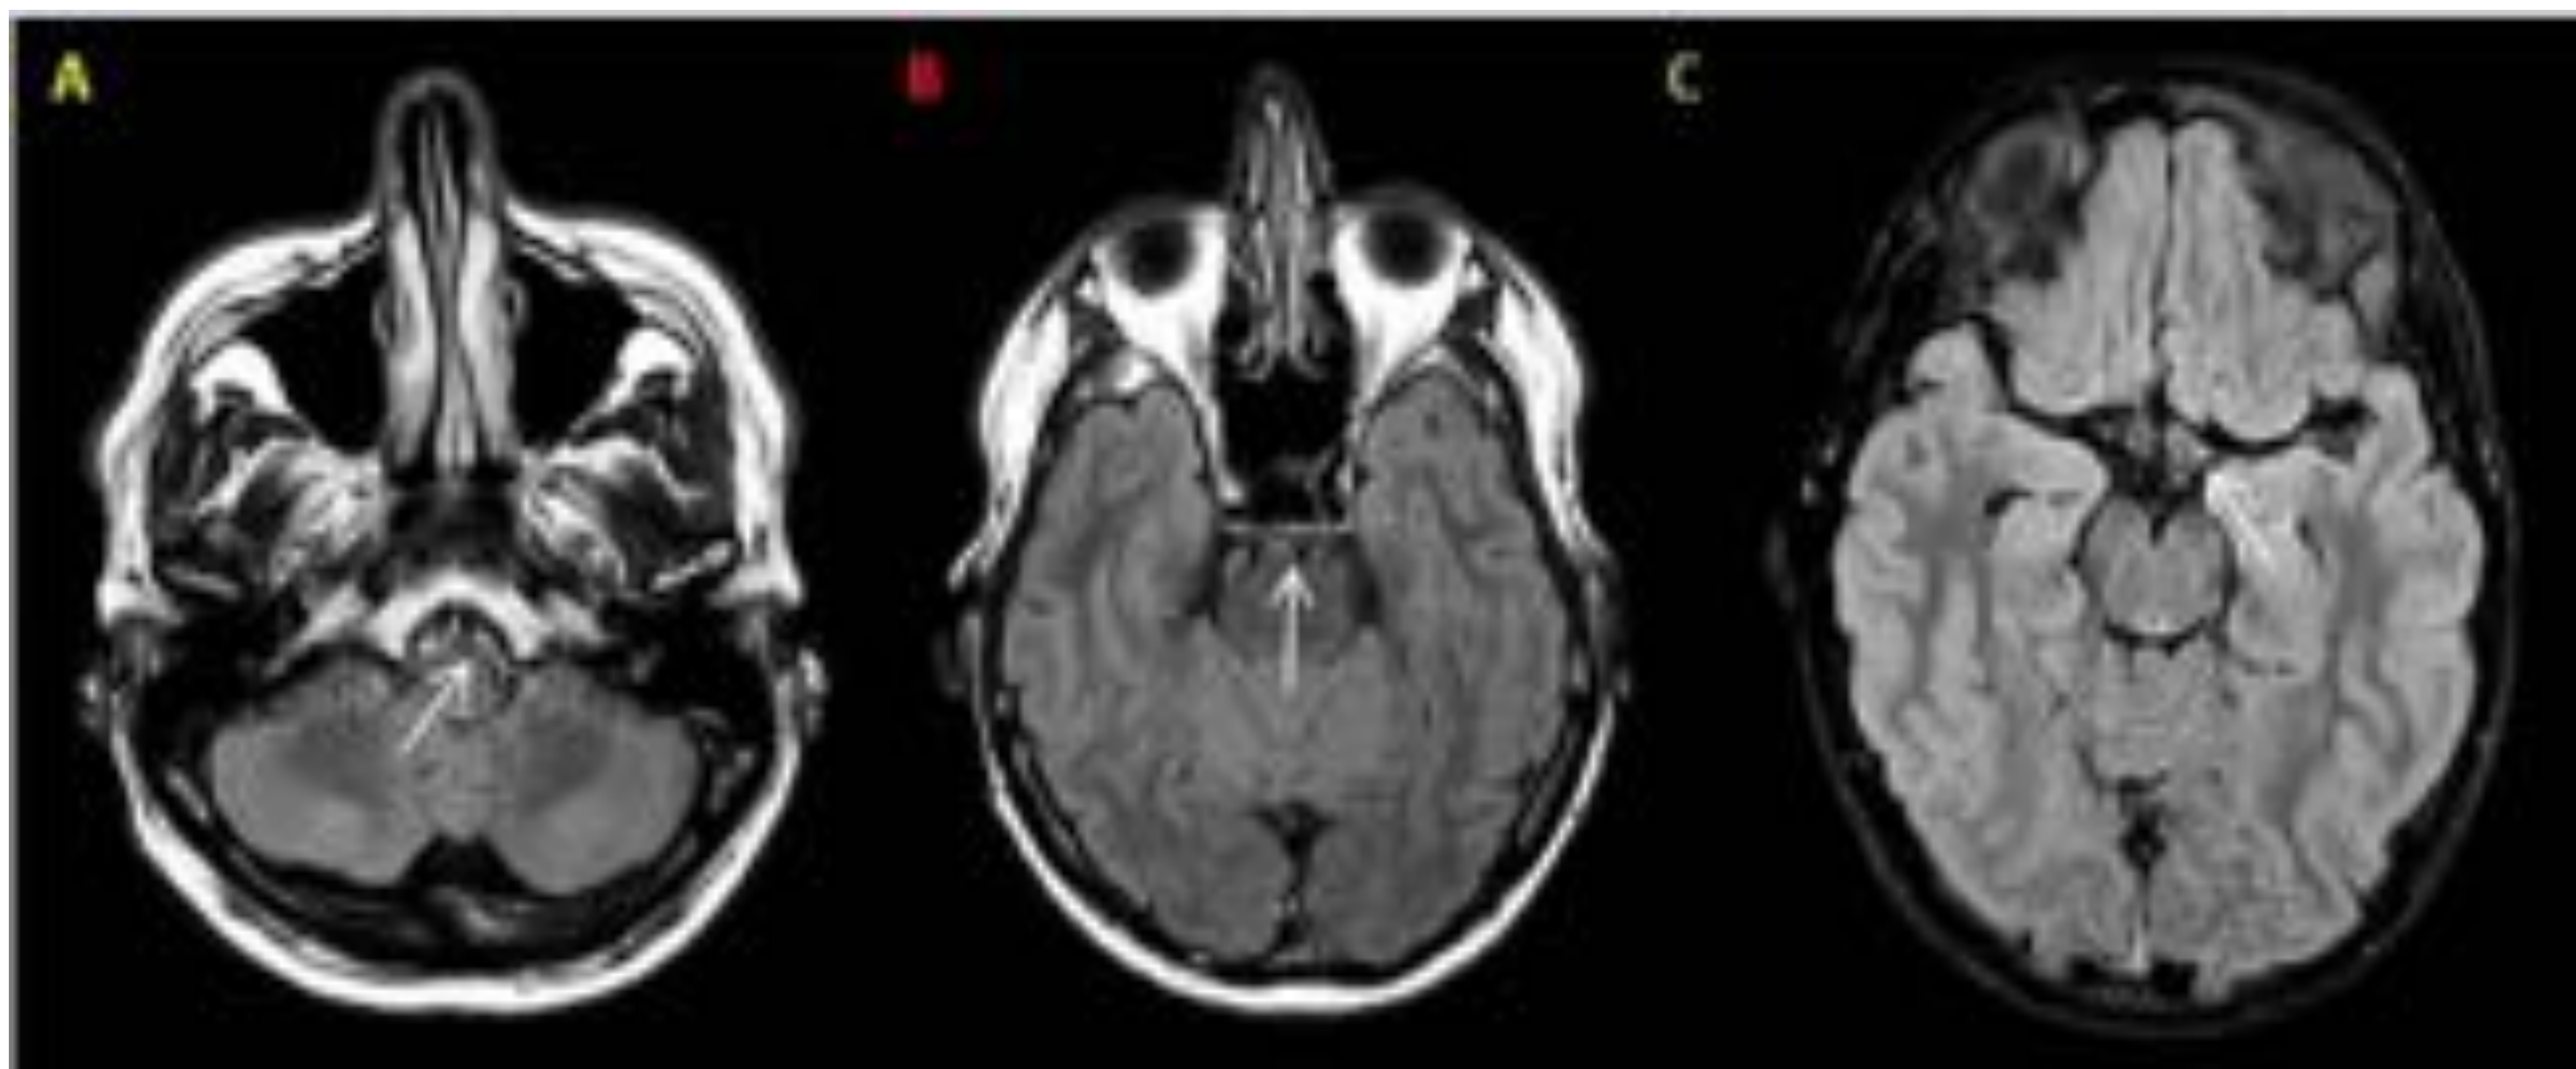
Artefacto por pulsatilidad del LCR. En las imágenes axiales FLAIR se observa una hiperintensidad de señal de LCR no patológica en cisternas peribulbar (A), prepontina (B) y supraselar(C).
